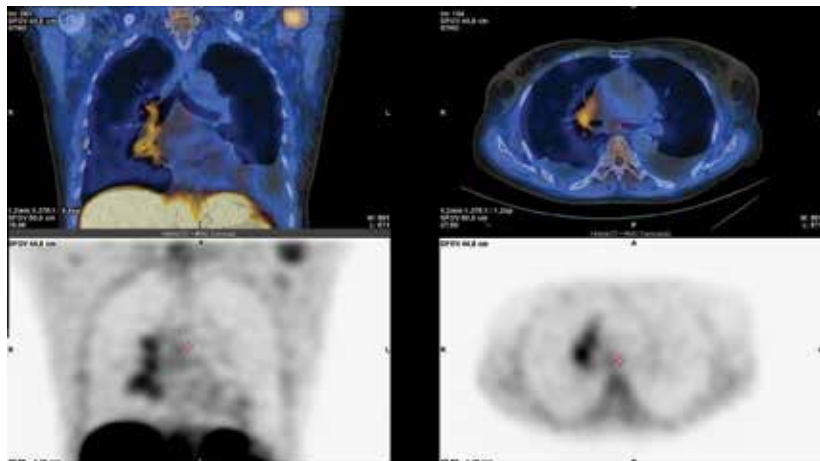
Пациент А., 57 лет. Диагноз: медиастинальная форма диффузной В-клеточной лимфомы высокой степени злокачественности. На представленных ОФЭКТ-срезах с ^{99m}Tc-MIBI в коронарной и аксиальной проекциях визуализируется зона гиперфиксации РФП в области корня правого легкого, при сопоставлении с данными компьютерной томографии соответствующая увеличенным лимфатическим узлам
